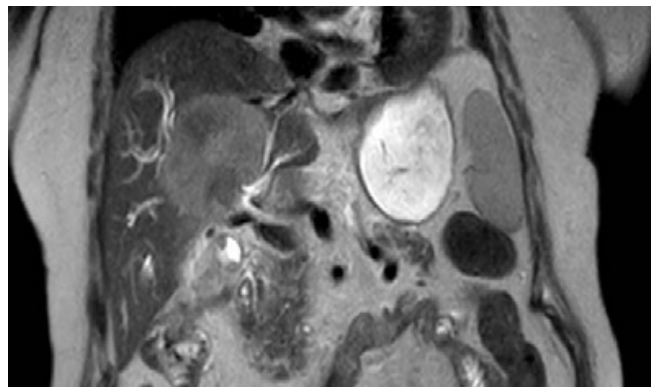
TC mostrando masa intrahepática que produce dilatación de la vía biliar.
